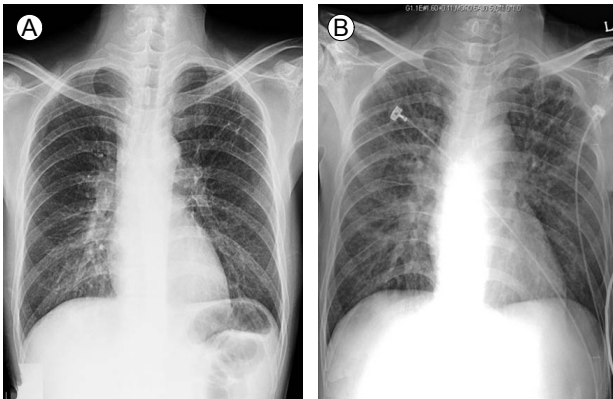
Although the initial chest X-ray was grossly normal (A), bilateral hilar congestion with diffuse parenchymal haziness appeared 7 days later (B).
